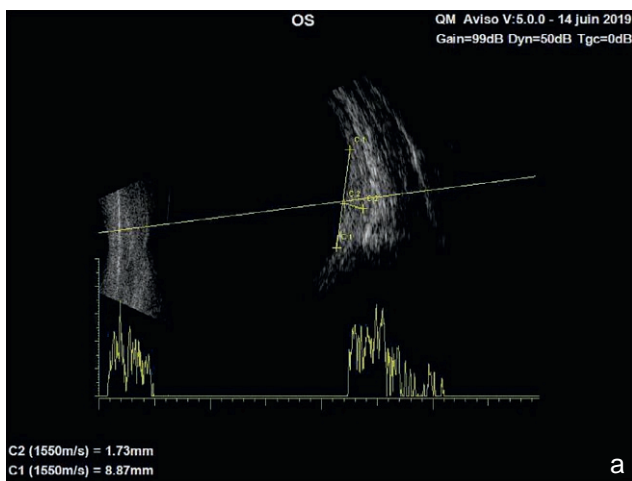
a, b. Aspect échographique à 3 semaines de la PDT : affaissement de la lésion.
